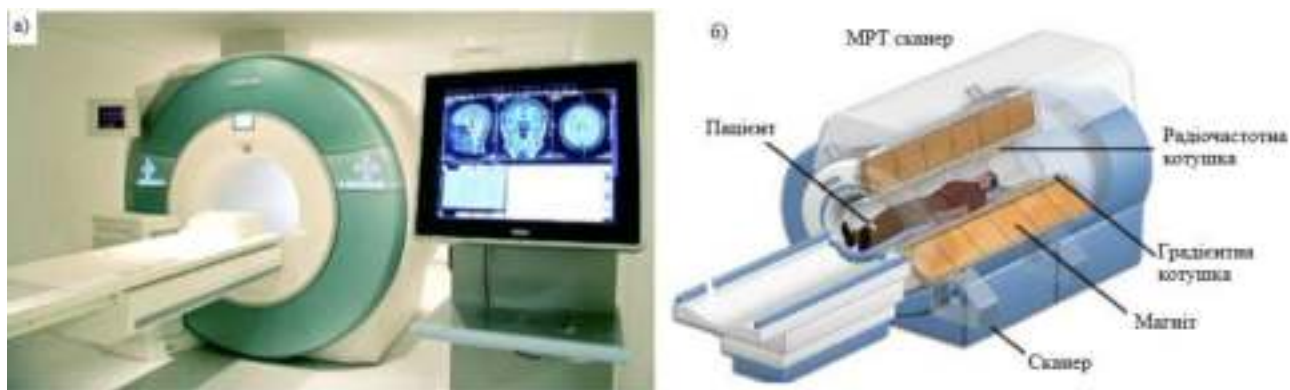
Магнітно-резонансний томограф (а);
